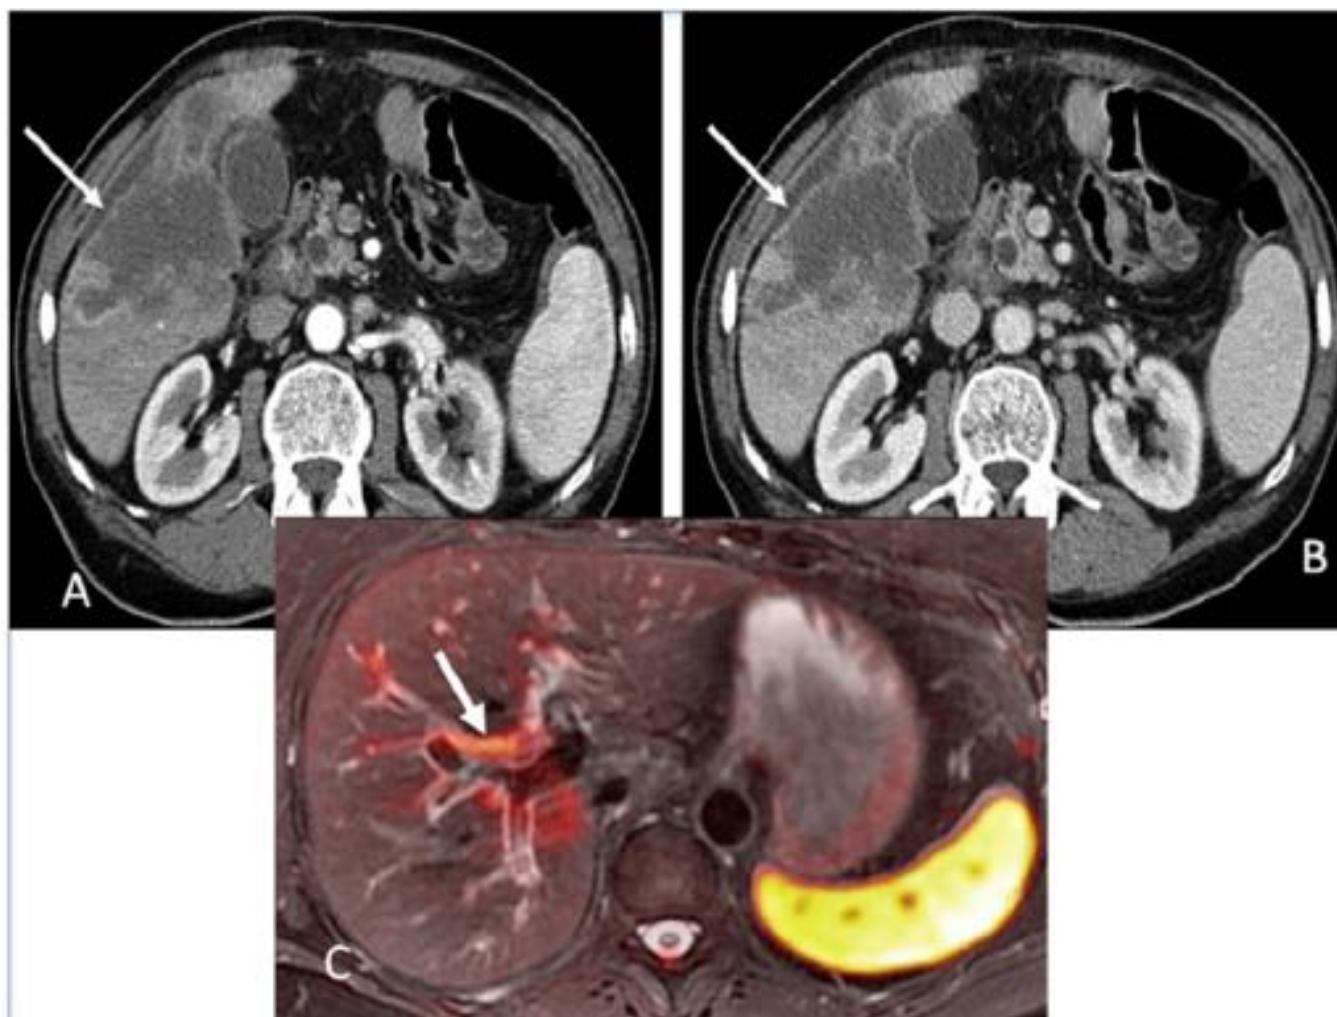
Colangiocarcinoma periférico (A y B). (A) Corte axial de TC en fase arterial. Masa periférica intrahepática, hipodensa, con bordes lobulados, que condiciona retracción capsular y halo de realce periférico. (B) Corte axial de TC en fase portal. Aumentado del realce periférico con respecto a la fase arterial (flecha). -Colangiocarcinoma hiliar (C) (tumor de Klatskin). Imagen fusión de RM (T2 y difusión). Lesión hiliar hipointensa en T2 e hiperintensa en difusión.
